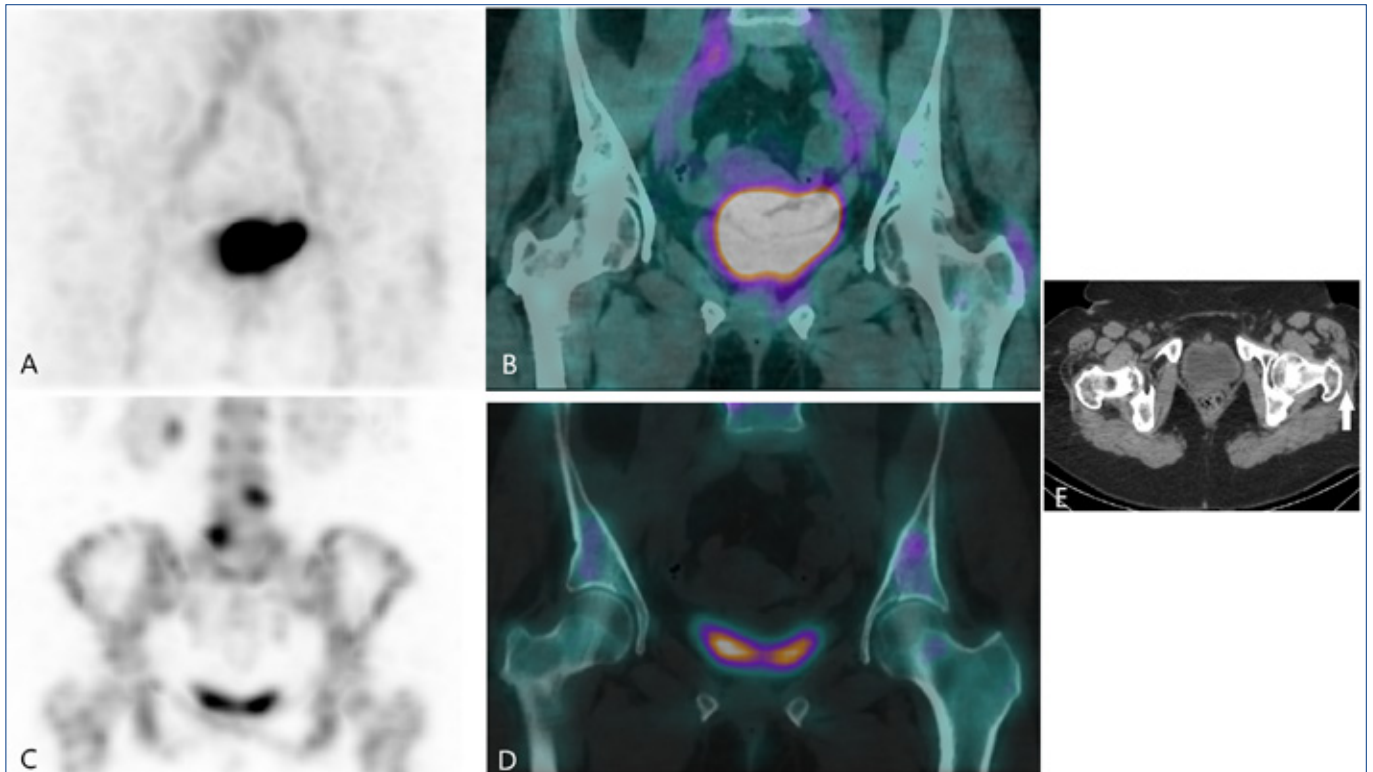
Blood Pool phase (image A for MIP, C for coronal fused image), late phase (image B for MIP, D for coronal fused image). E for transaxial CT (plain arrow showing the bursitis as a hypodense structure).
